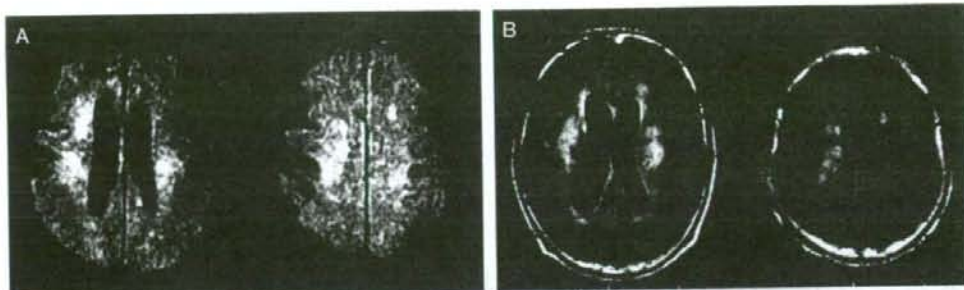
入院時 MRI 所見 (A : 拡散強調画像, B : FLAIR 画像)
